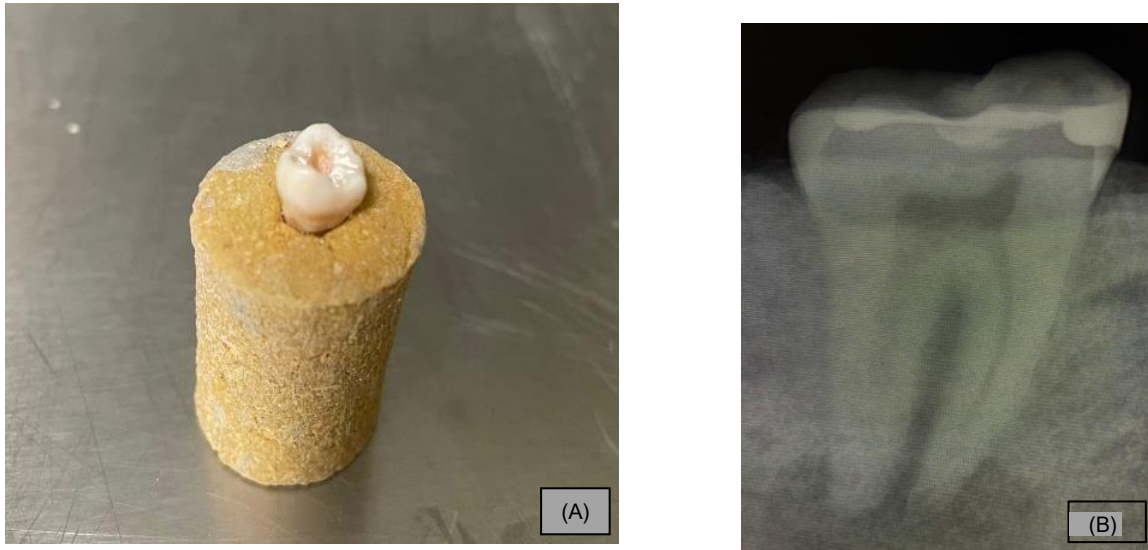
Inclusão em pasta “MP”: (A) fotografia dente incluído, (B) radiografia de dente incluído. Imagem obtida no pré-clínico da FMD-UCP
